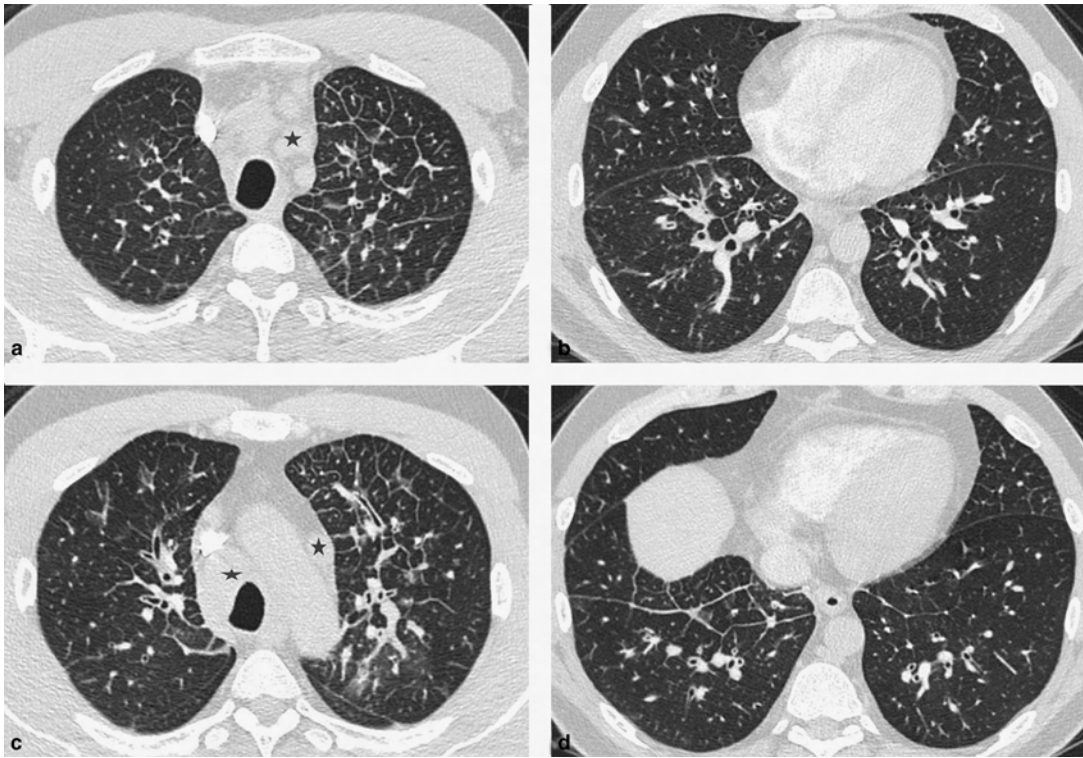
Épaississement des septa interlobulaires par lymphangite carcinomateuse. Coupes TDM axiales transverses (a-d). Les septa épaissis sont lisses et réguliers dans les deux lobes supérieurs et le segment paracardiaque du lobe inférieur droit. Quelques plages en verre dépoli et un engainement pérbronchovascularaire donnant l'impression d'un épaississement pariétal bronchique. Noter la présence d'adénopathies médiastinales (étoile) dans les chaînes médiastinale antérieure gauche et latérotrachéale droite.
